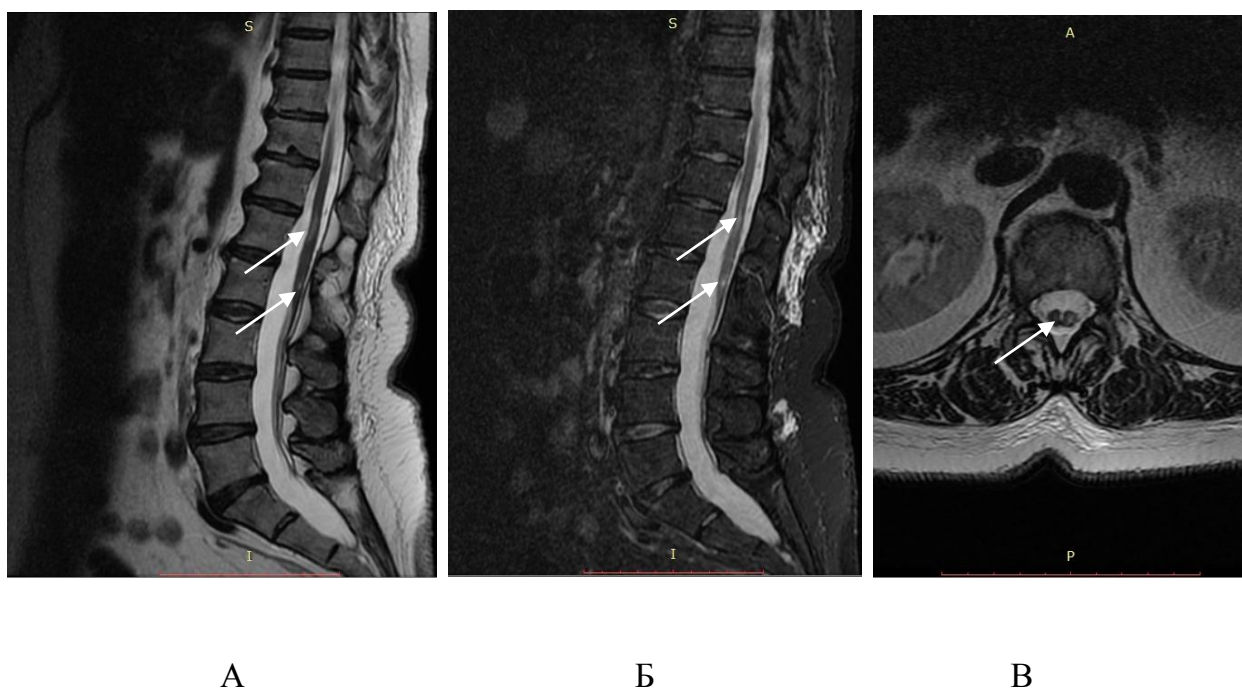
МРТ пояснично-крестцового отдела позвоночника и спинного мозга в режимах T2 (А, В) и STIR (Б) пациентки В., 55 лет со спинальным инсультом на фоне порока развития спинного мозга – диастематомии (стрелками указан гиперинтенсивный очаг миелоишемии на уровне Th12–L1 и L2, диастематомии на уровне L1).
